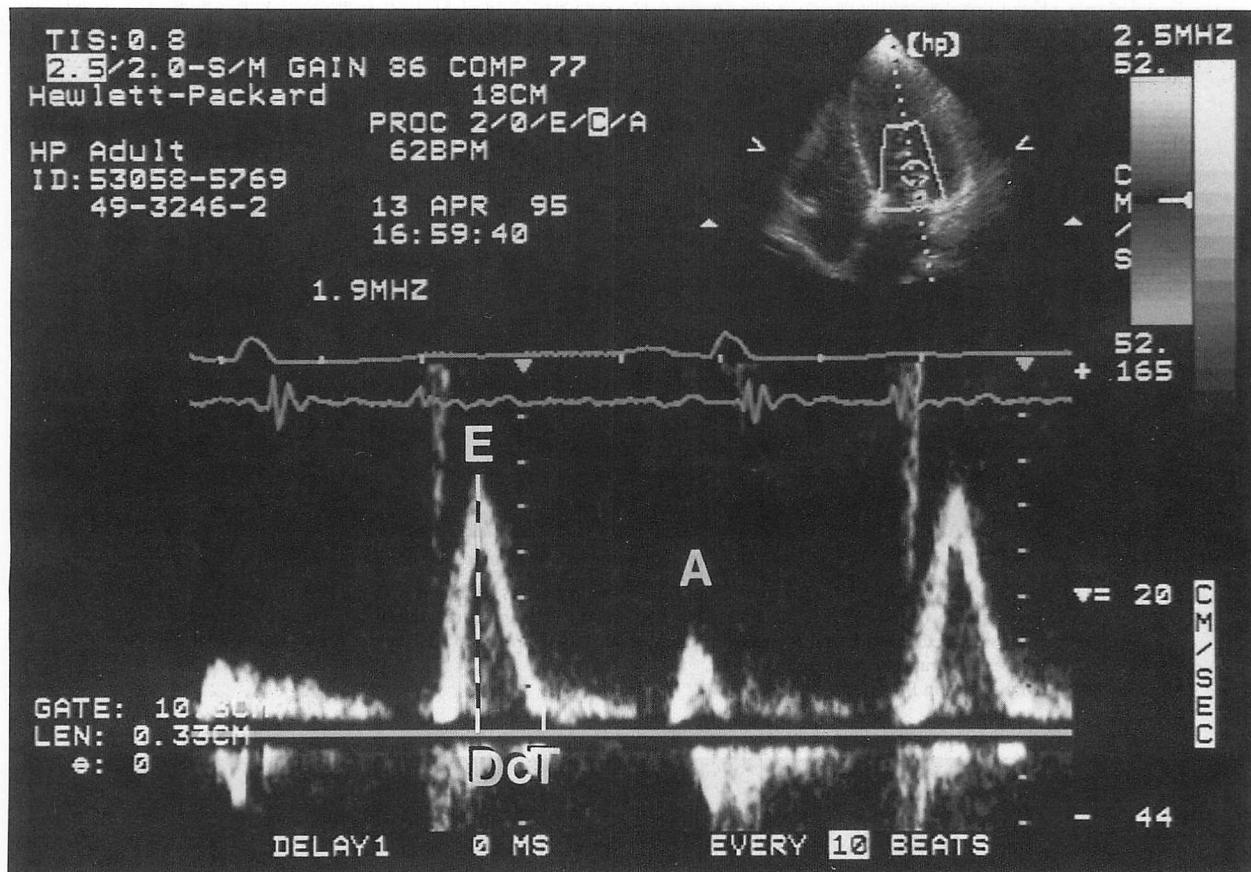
Transmural flow velocity recording by pulsed Doppler echocardiography
